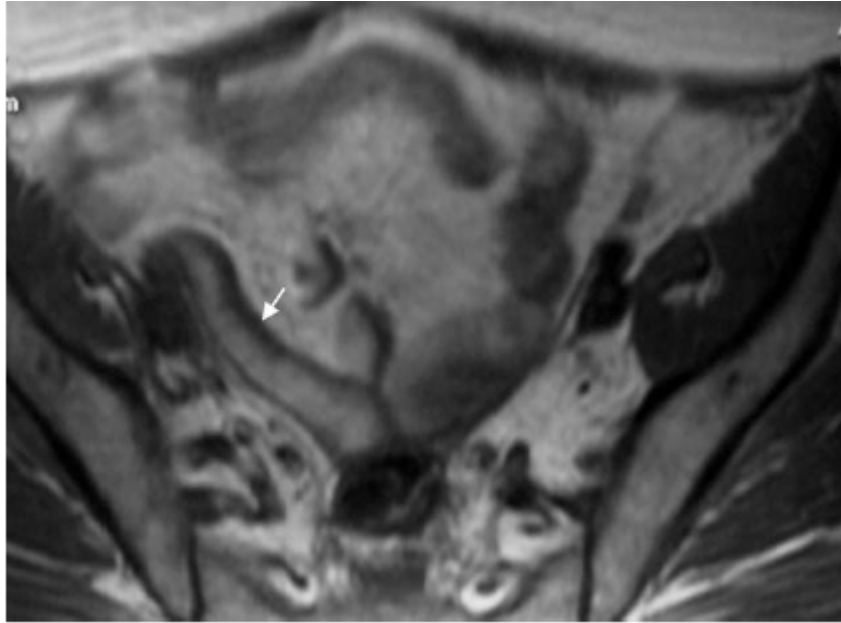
Maladie de Crohn en rémission. Entéro-IRM. Noter l'épaississement pariétal sur le bord mésentérique (flèche) [32].
